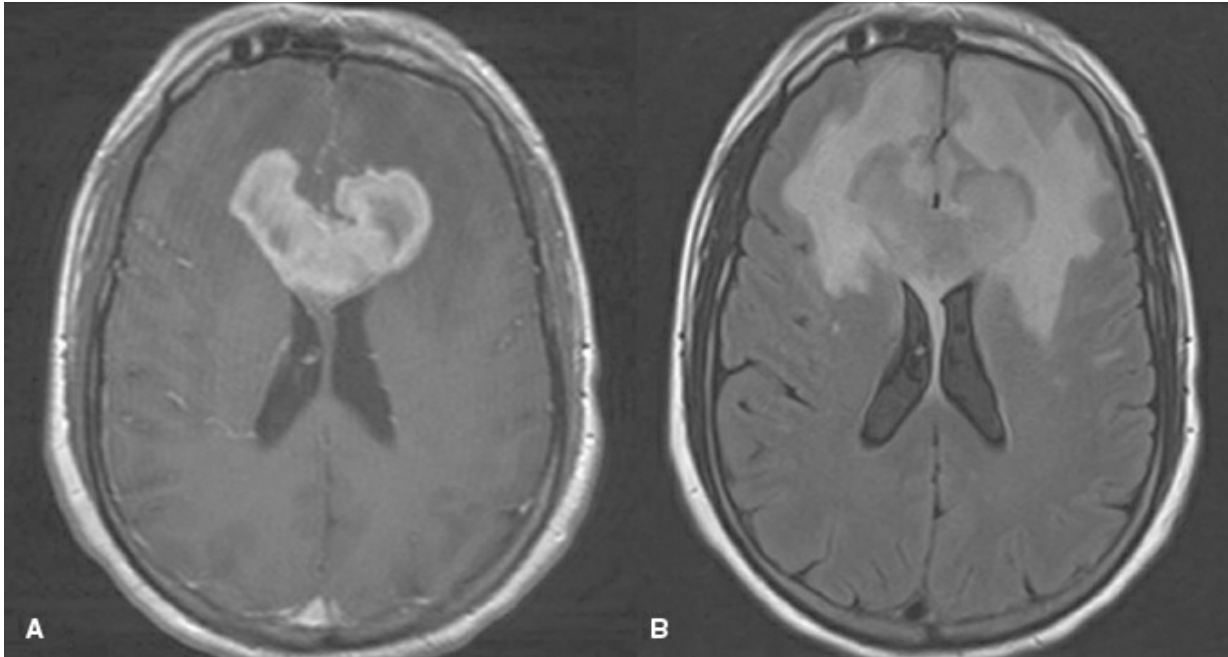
A: RMN axial ponderada en T1 con contraste. B: RMN axial en secuencia FLAIR.
